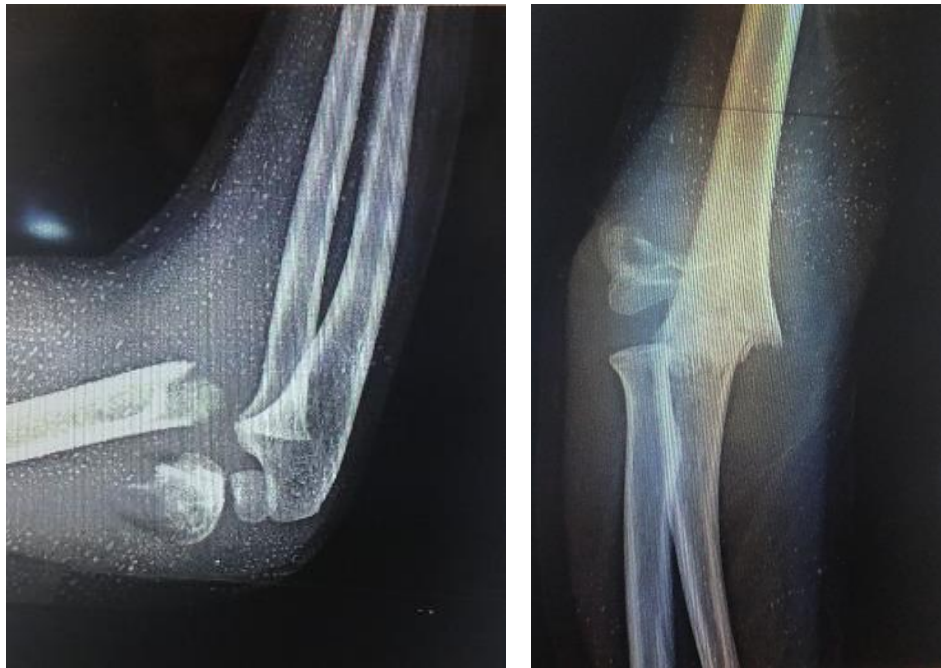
radiographies de face et profil après traumatisme
